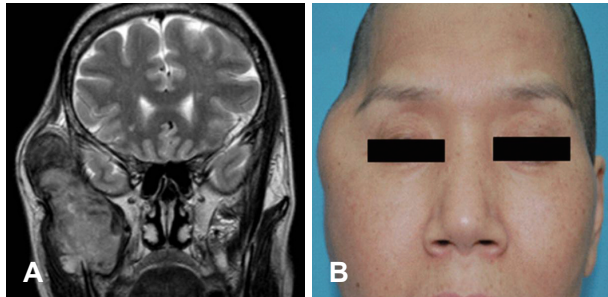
Coronal view of T2-weighted MR image shows huge mass with heterogenous high signal intensity in the right masticator space (A). Preoperative finding showed a mass at right temporal region (B).
